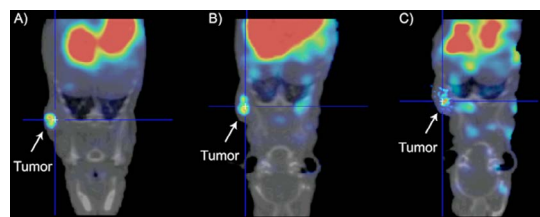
Imágenes Micro-SPECT/CT de ratones atímicos con tumores inducidos por células AR42J 3h después de la administración intravenosa A) $Lys^{27/99mTc}$ -HYNIC)-Exendin(9-39), B) 99mTc -HYNIC-Octreótido y C) $Lys^{27/99mTc}$ -HYNIC)-Exendin(9-39)/ 99mTc -HYNIC-Octreótido.
